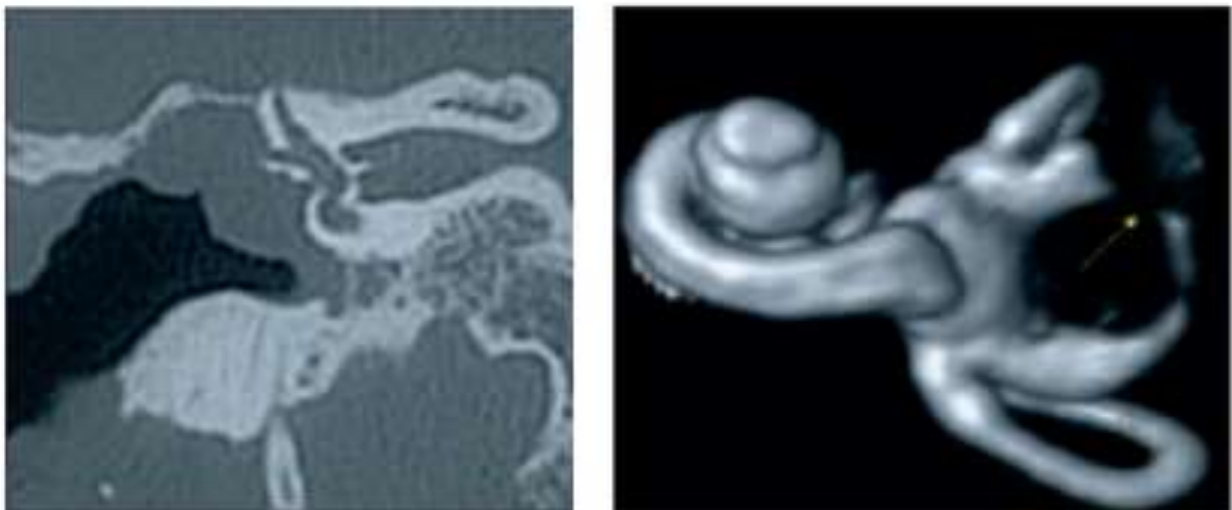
Fistule du canal semi-circulaire latéral avec pénétration intracanalair du cholestéatome visible à l'IRM. A gauche : Scanner coupe coronale. A droite. Reconstruction IRM 3D ; la flèche montre l'amputation dans la lumière du canal[72].
